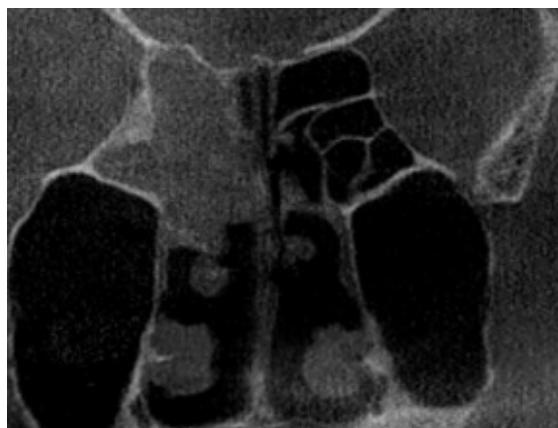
In the coronal section of the CBCT images hyperosteotic structure encompass the foramen infraorbitale (a)
